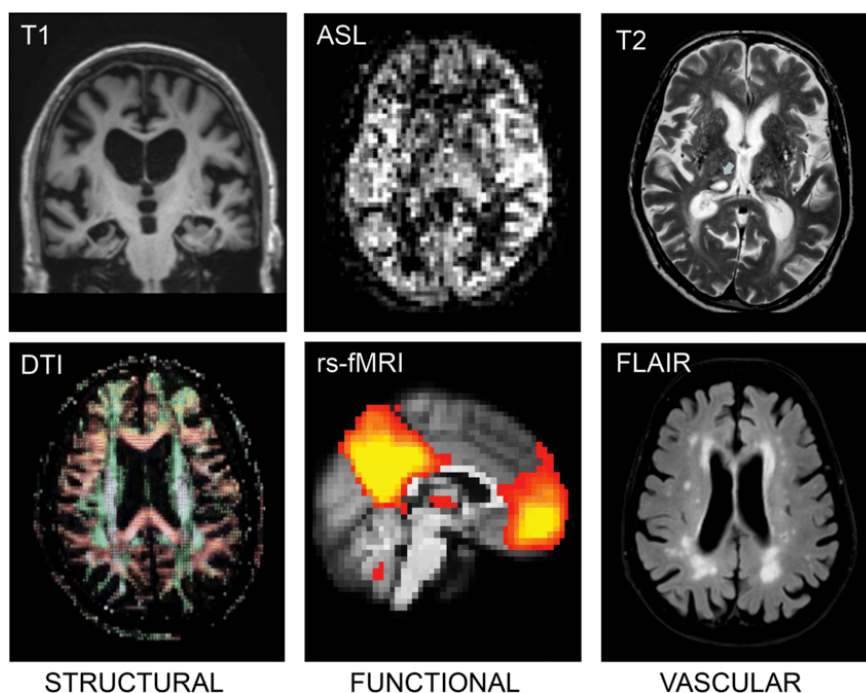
Снимки МРТ с разными импульсными последовательностями
